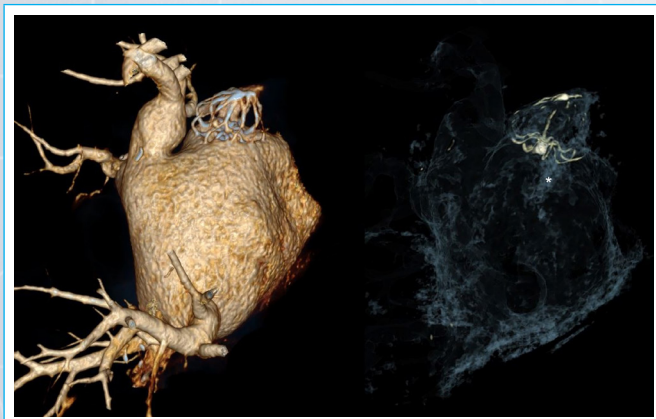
TC cardíaca. En la imagen de la izquierda se observa una reconstrucción tridimensional de la aurícula izquierda con el dispositivo de cierre de la orejuela en la parte superior. En la imagen de la derecha ajustes de escala para observar la imagen del trombo (*asterisco*), su dirección y su extensión hacia otras estructuras.
